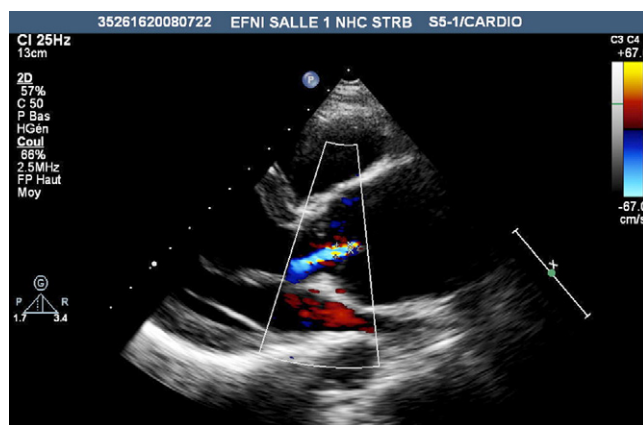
Insuffisance aortique non entendue au stéthoscope traditionnel mais visualisée à l'aide de notre prototype de stéthoscope intelligent et confirmée par échocardiographie.
